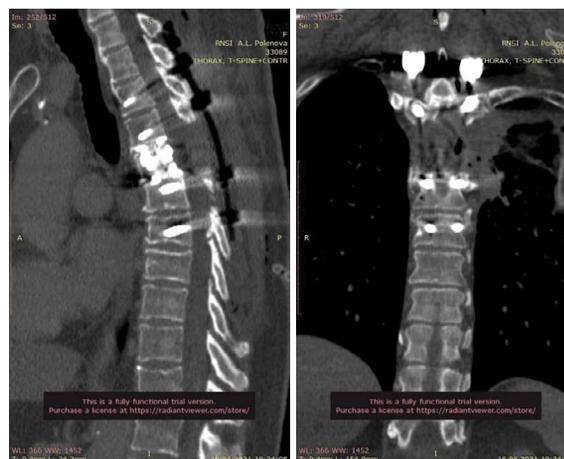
СКТ после операции. Удаленное тело замещено лифт-системой.
